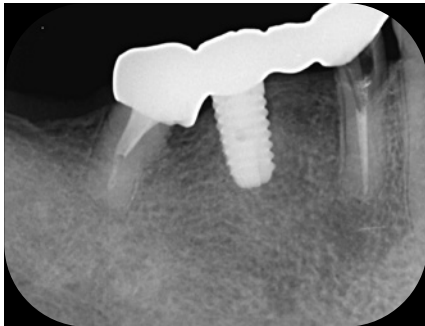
術前のデンタルX線所見。5]の中間欠損部にインプラントが埋入されているのだが、何故か6]5]4]の連結冠が装着されていた。6]および4]は歯根破折を起こしていた。
